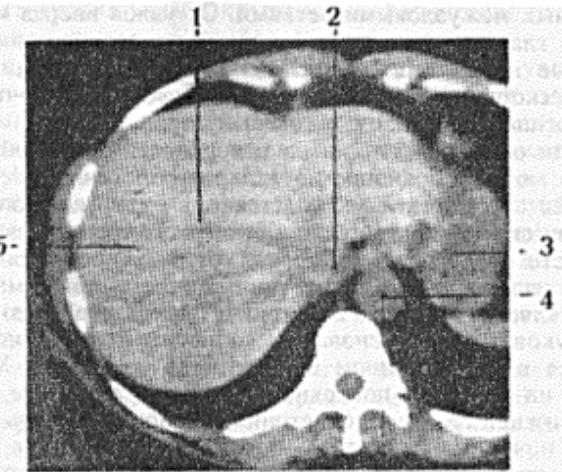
Компьютерная томография печени (уровень X грудного позвонка):
